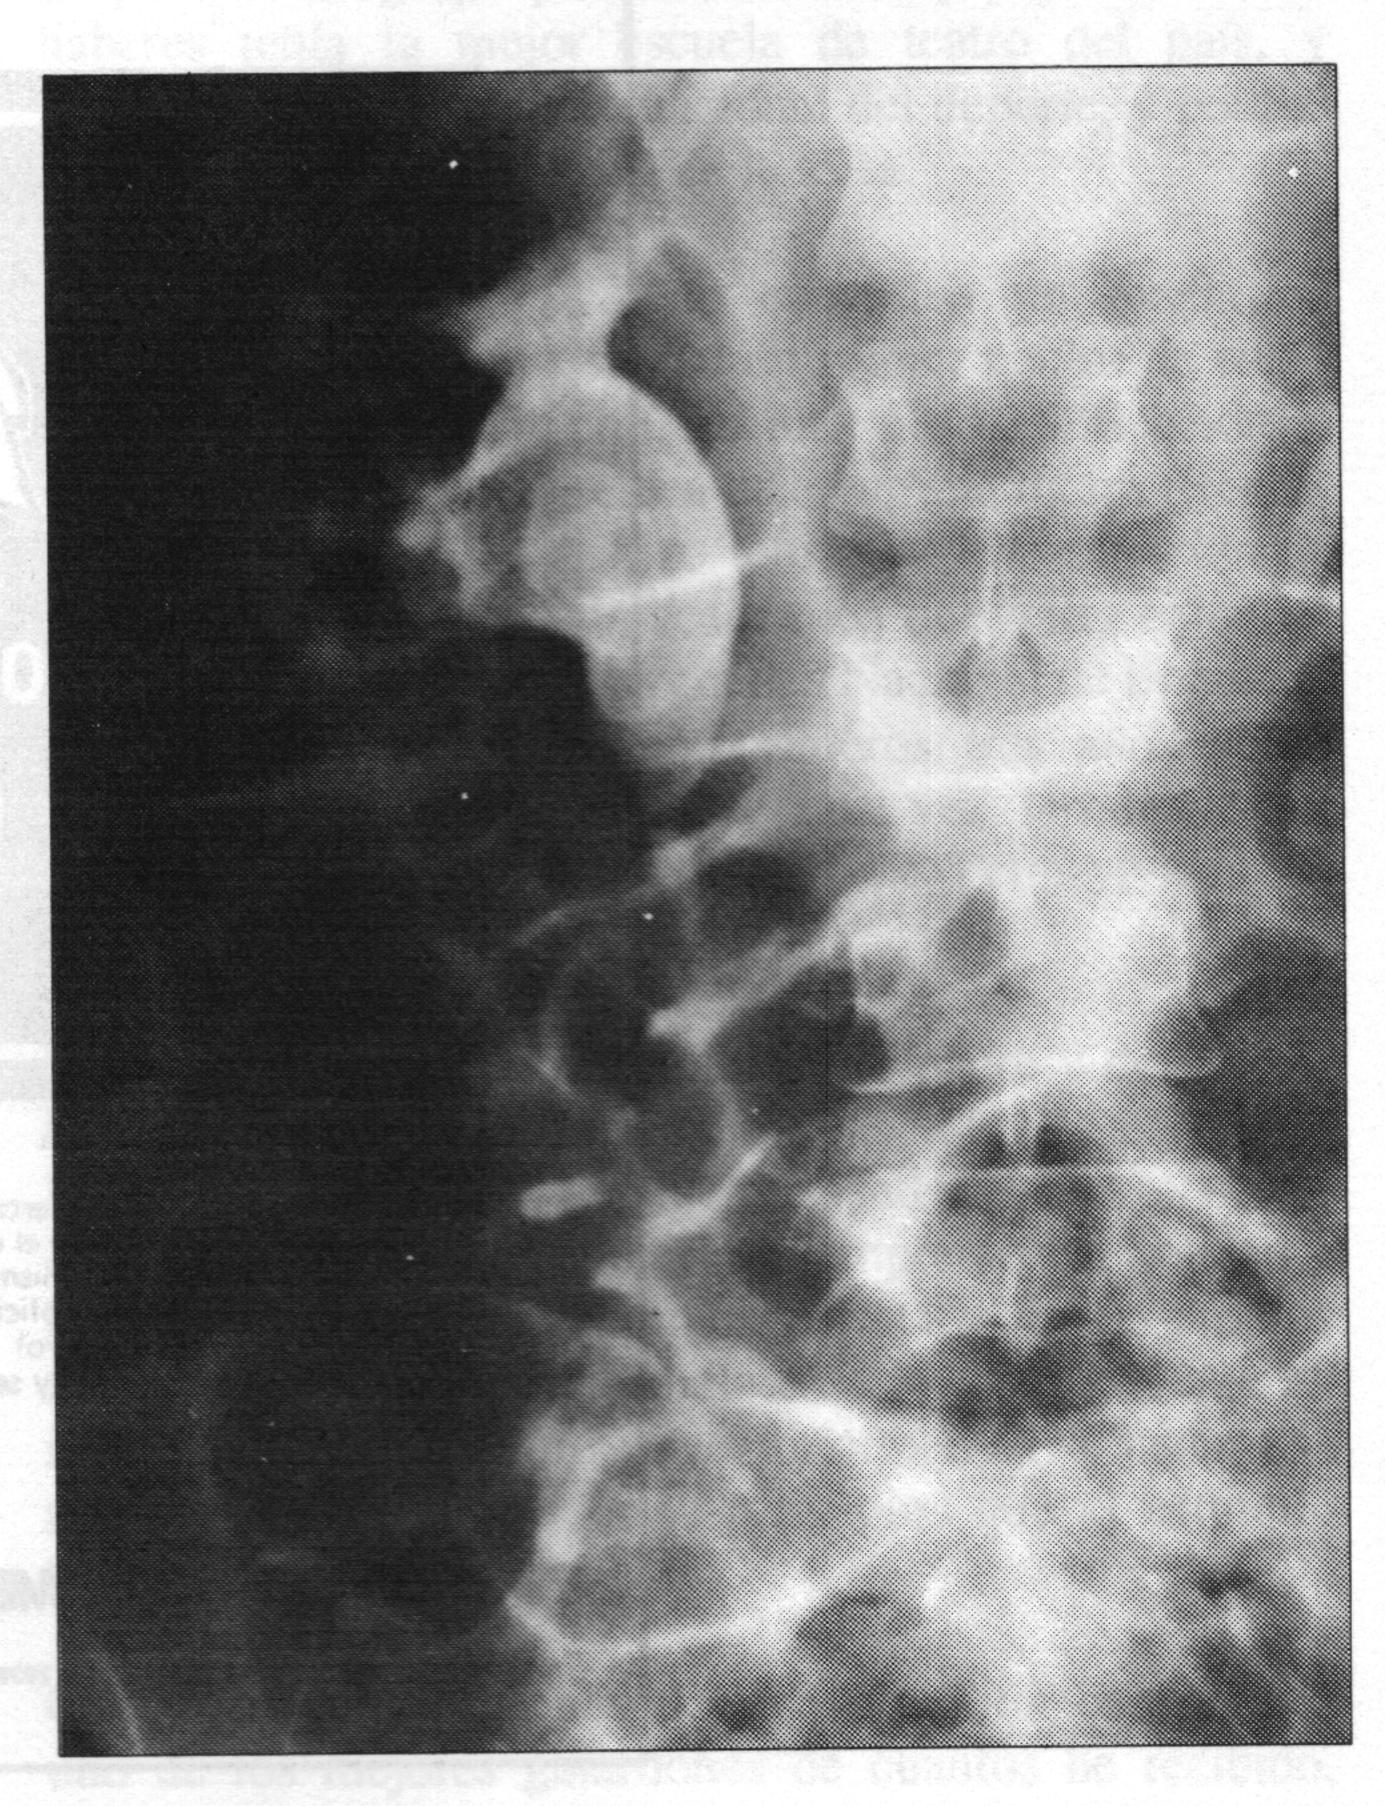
La radiografía tomada a los 10 minutos de inyectado el medio de contraste muestra dentro de la pelvis renal derecha la presencia del cálculo observado en la placa simple, causando dificultad en el vaciamiento del sistema colector hacia el uréter derecho; en esta placa el eje mayor de la calcificación se ve en sentido oblicuo y no transversal como en la radiografía previa.
